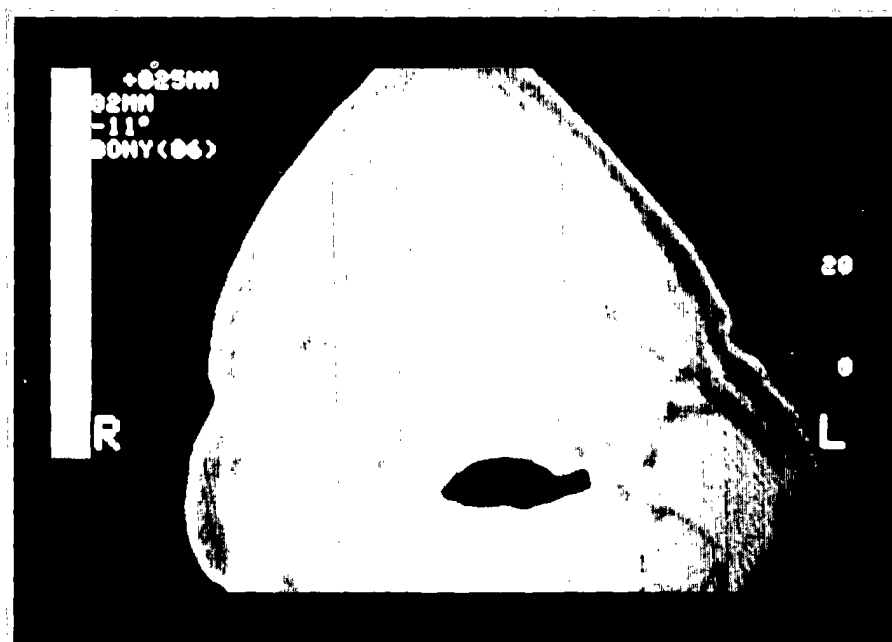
TAC con lesión ósea insufiante y expansiva en sínfisis mentoniana.
